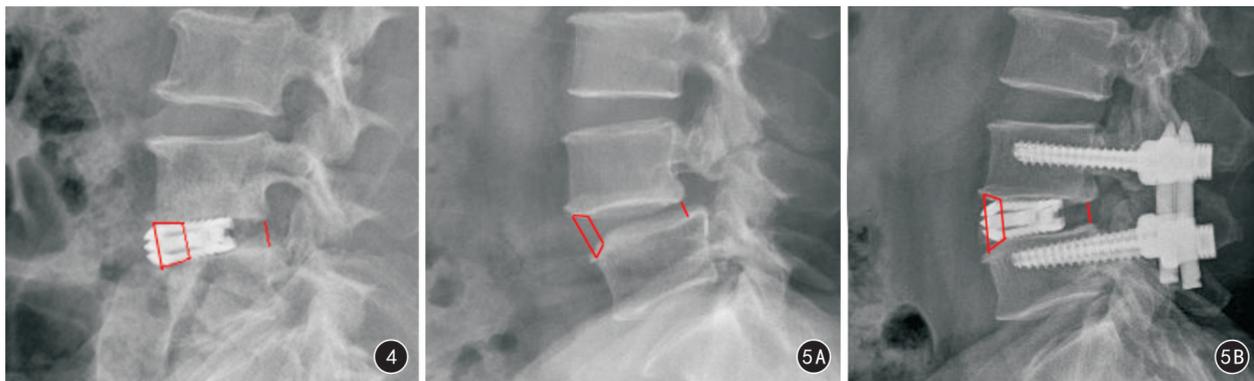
患者女,56岁,腰椎失稳症患者,行后路镜下端膨胀融合器置入融合术。术后3个月X线片示端膨胀融合器在AD型椎间隙中的置入位置,稳定性好 图5 患者男,52岁,腰椎失稳症合并I度腰椎滑脱患者,行后路镜下端膨胀融合器置入融合术联合经皮椎弓根钉内固定术 5A 术前侧位X线显示为AD型 5B 术后3个月侧位X线片显示转为AE型
